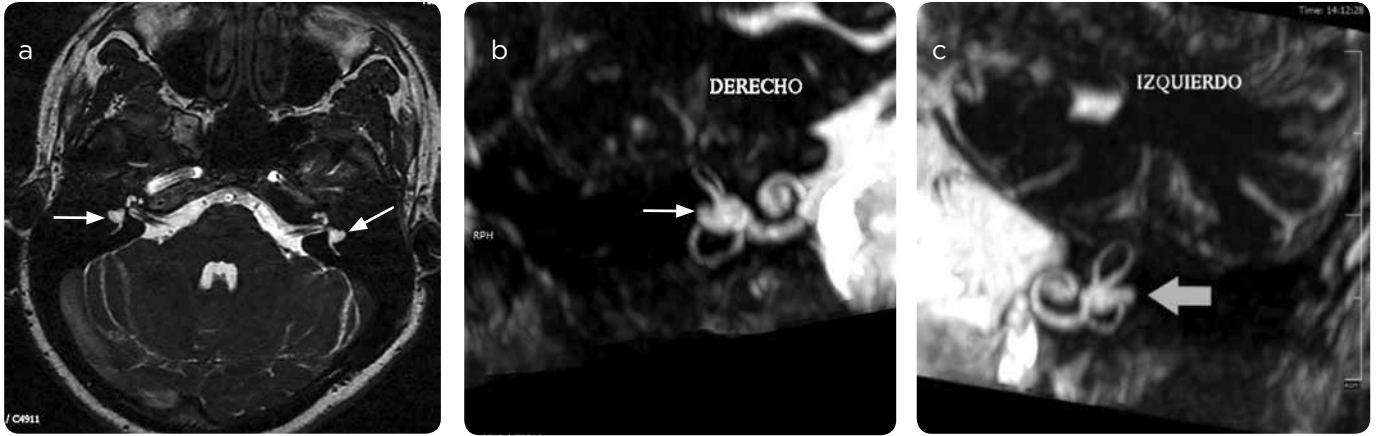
Canal semicircular lateral hipoplásico. RM T2 secuencia FIESTA. a) Corte axial de ambos oídos. b y c) Reconstrucción (tridimensional) coronal oblicuo. Se evidencia marcada disminución del tamaño del canal semicircular lateral, con un pequeño saco con pérdida de la apariencia tubular del canal semicircular lateral (flechas).
